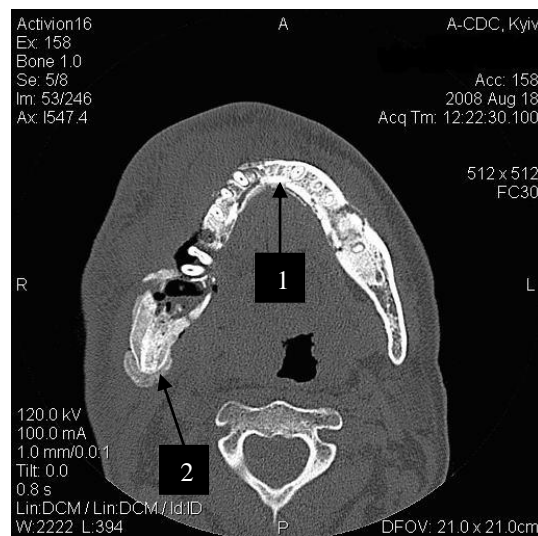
КТ хворого З., 30 років, з дифузним остеомієлітом нижньої щелепи, (1 – лінійні періостальні нашарування; 2 – явище гіперостозу в ділянці правої гілки нижньої щелепи).
